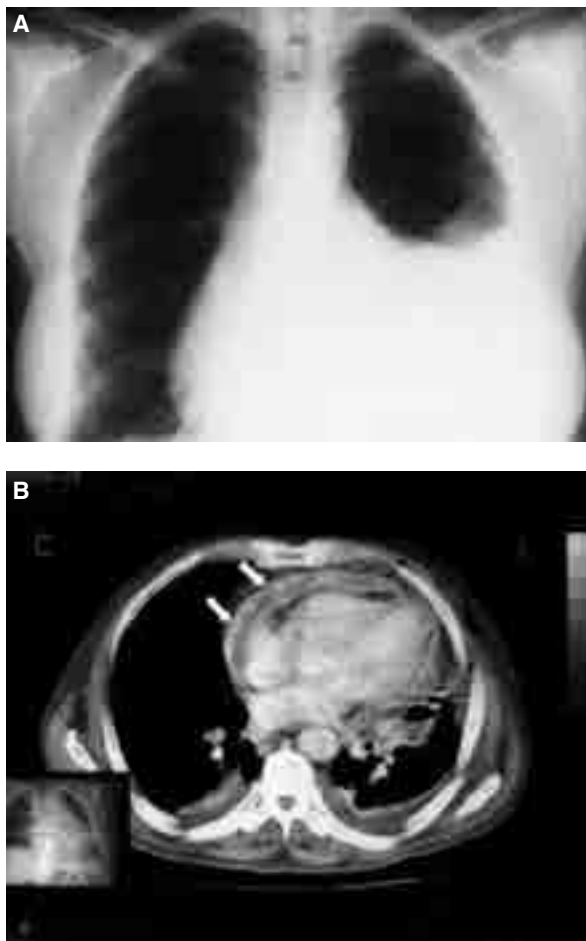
A) Tomografía axial computarizada. B) Corte axial en el que se muestra engrosamiento del pericardio (flechas), compresión cardíaca y derrame pleural bilateral.
